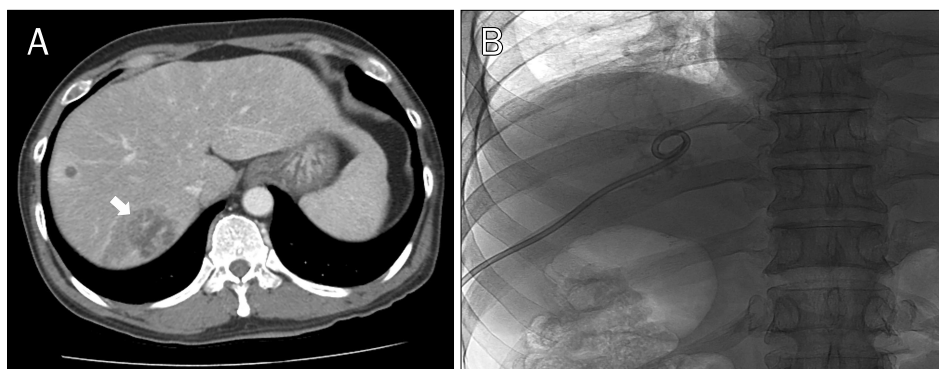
(A) Initial abdominal CT scan shows multiple liver abscesses with the largest one in segment 7 (arrow). (B) Fluoroscopy image shows properly placed percutaneous catheter within the liver abscess.
